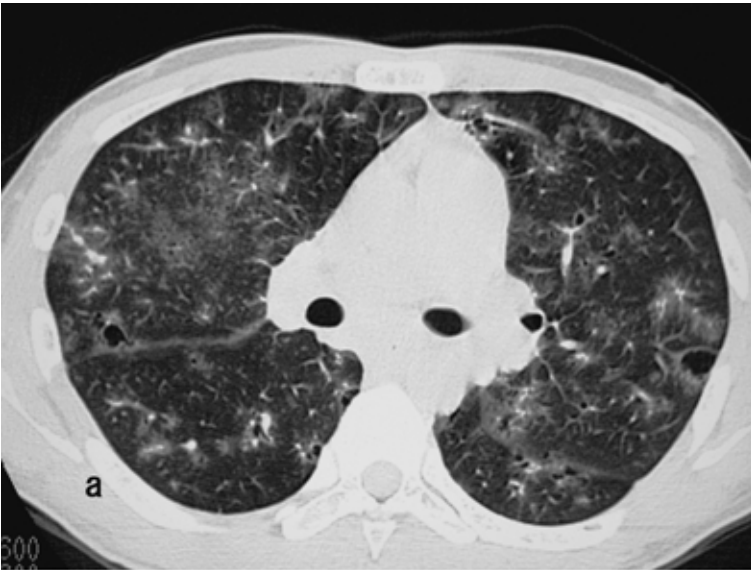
Chest CT scan on admission. Chest CT scan of the upper lung field showing multiple thin-walled cysts.
